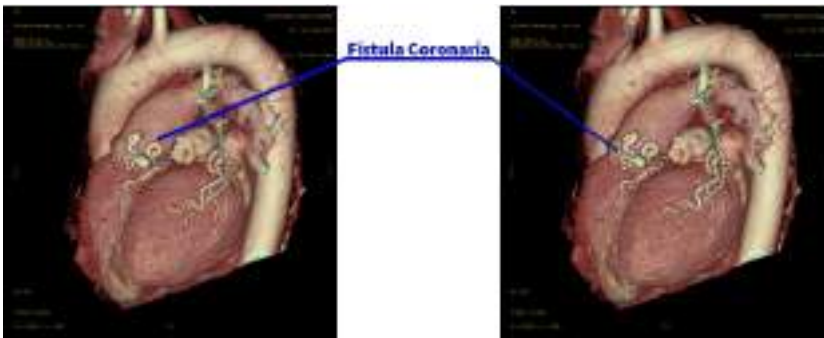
Reconstrucción TC 3D donde se observa la fístula coronaria saliendo de arteria descendente anterior y drenando en tronco de arteria pulmonar.
